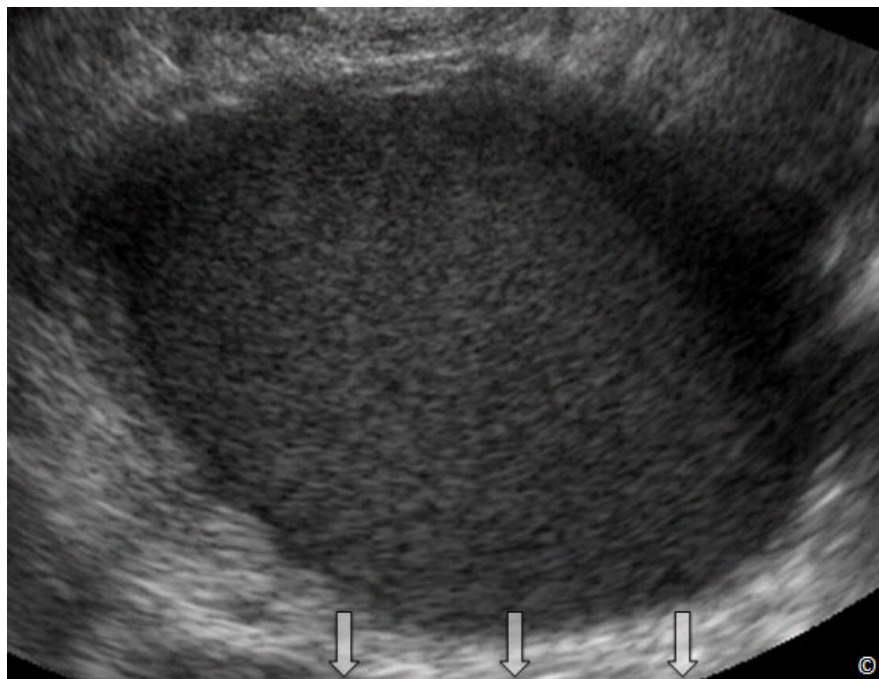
Ultrasonido transvaginal de un endometrioma mostrando una masa unilocular con apariencia de vidrio esmerilado y transmisión de sonido excelente (flechas).
